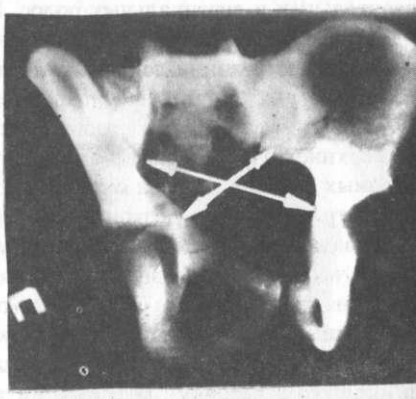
Рентгенограмма того же таза. Соотношение косых диаметров таза при повреждении заднего полукольца. Экспертное наблюдение.
